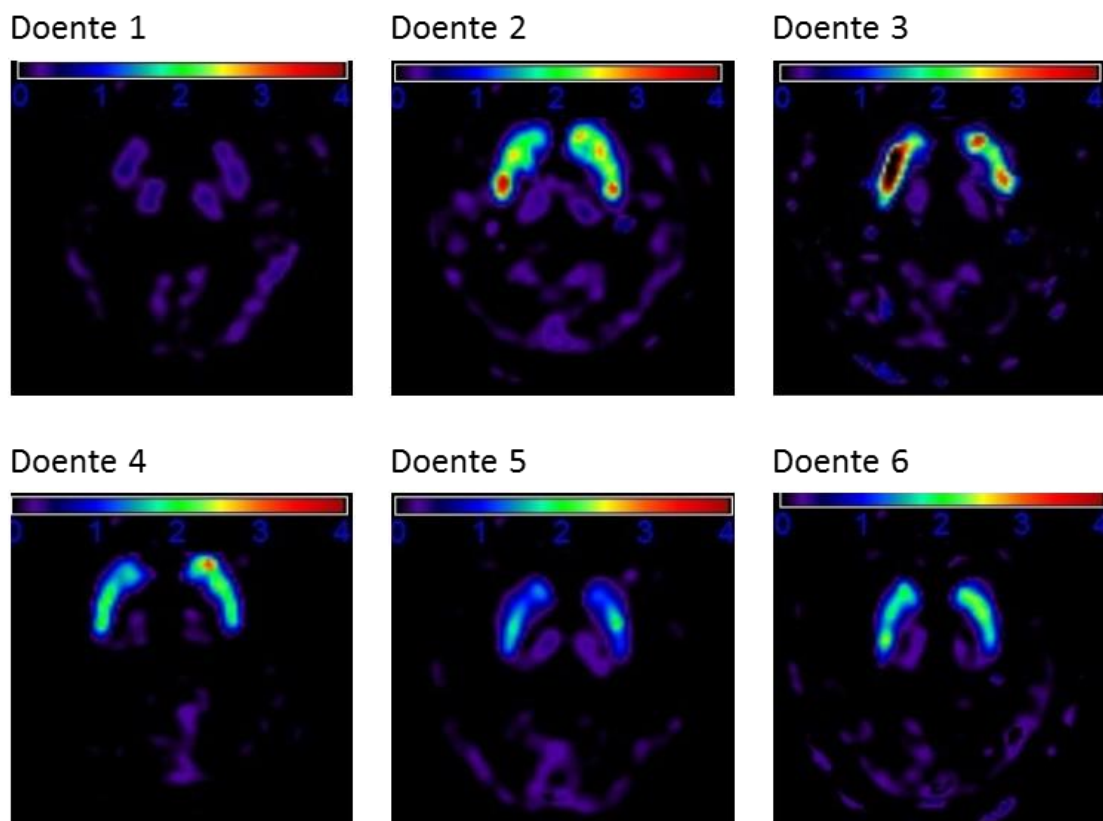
Imagens de potencial de ligação (PL) dos doentes com DCB, obtidas através da realização de PET com RAC, exibindo grande variabilidade imagiológica.
